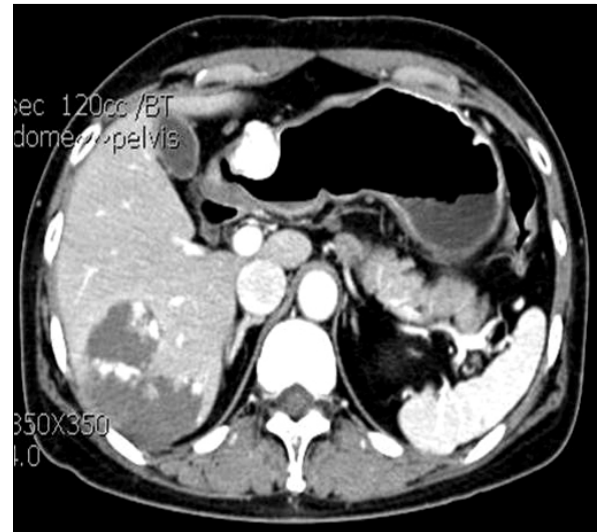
Portal-venous-phase contrast-enhanced CT finding. An enhancing mass. Density of mass is mostly consistent with that of portal vein but higher than spleen.
